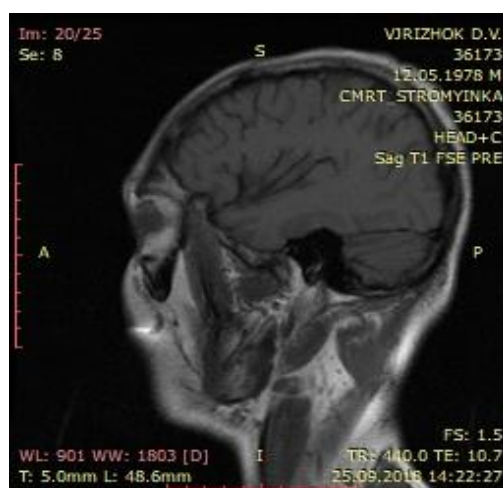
МРТ 25.09.2018р.: відсутність утворень головного мозку
